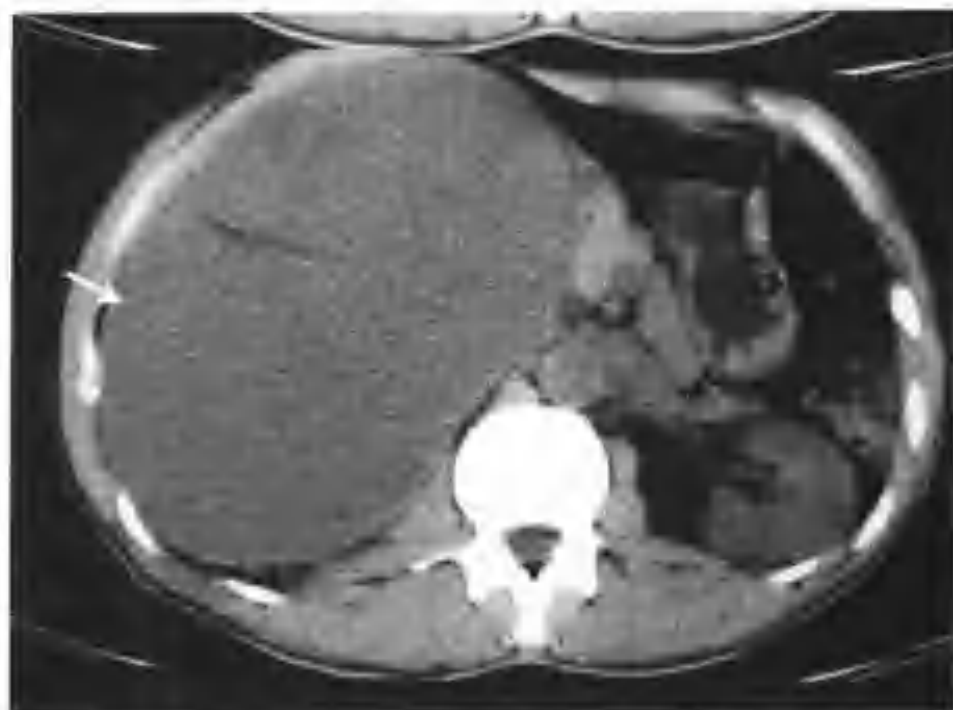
与图 3-3-1 为同一病例, CT 平扫见右肾肿块 (箭头) 表现为等密度, 内见条状低密度影
